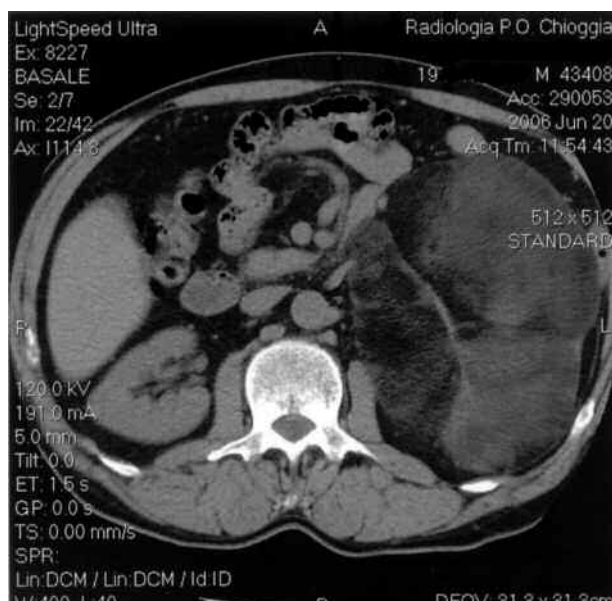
TC che dimostra il voluminoso mielolipoma sinistro.
